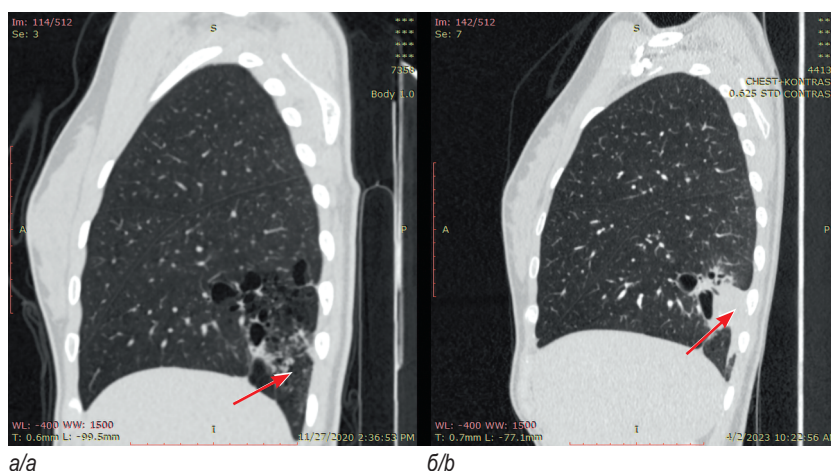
Сагиттальные сканы компьютерной томографии органов грудной клетки: *а* — от 2020 г.; *б* — 2023 г. Картина кистозно-аденоматозной мальформации нижней доли правого легкого (стрелками обозначен конгломерат кист легкого)
